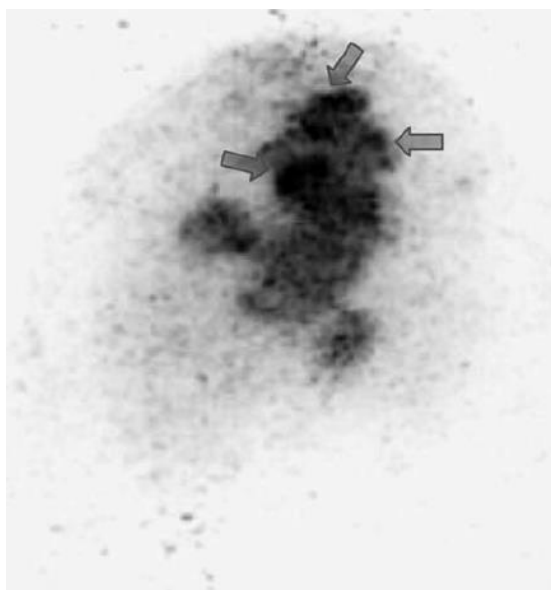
Heterogeneidad de la captación de FDG en la imagen de mammiPET. Las áreas más intensas posiblemente representan diferentes clones celulares. Fuente: Koolen BB1, Vidal-Sicart S, Benlloch Baviera JM, Valdés Olmos RA. Evaluating heterogeneity of primary tumor 18F-FDG uptake in breast cancer with a dedicated breast PET (MAMMI): a feasibility study based on correlation with PET/CT Nucl Med Commun. 2014 May;35(5):446-52
